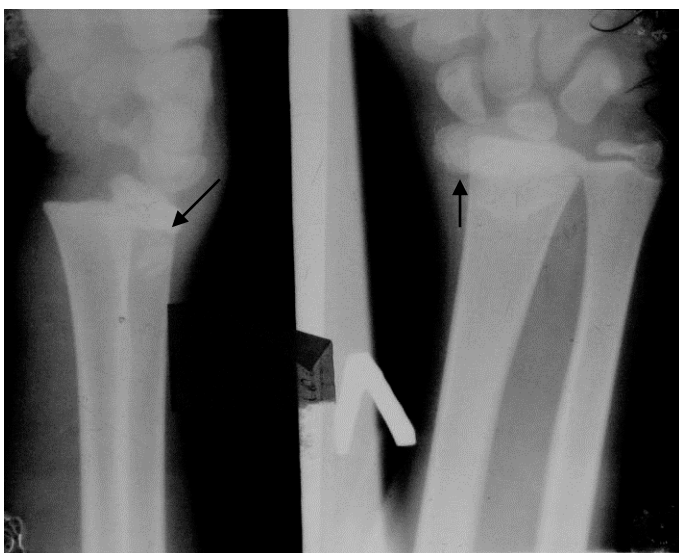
Рентгенограмма левого лучезапястного сустава в прямой и боковой проекциях ребенка 14 лет. В прямой и боковой проекциях отмечается смещение дистального эпифиза лучевой кости кнаружи и кзади (стрелки). Травматический эпифизеолиз со смещением дистального эпифиза лучевой кости
